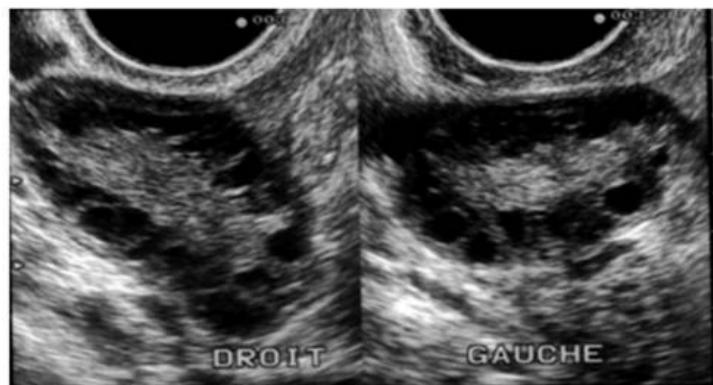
Aspect échographique des ovaires polykystiques (3)
